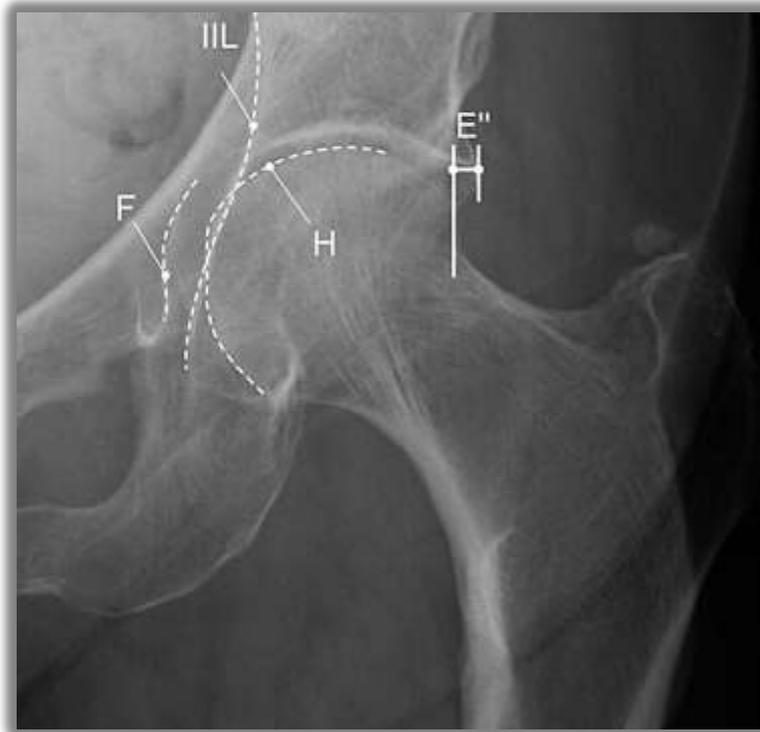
Radiographie d'une protrusion acétabulaire chez une femme de 42 ans : la ligne de la tête fémorale (H) traverse la ligne ilio-ischiatique (IIL). La portion non couverte de la tête fémorale (E) est toujours diminuée⁶⁴.
